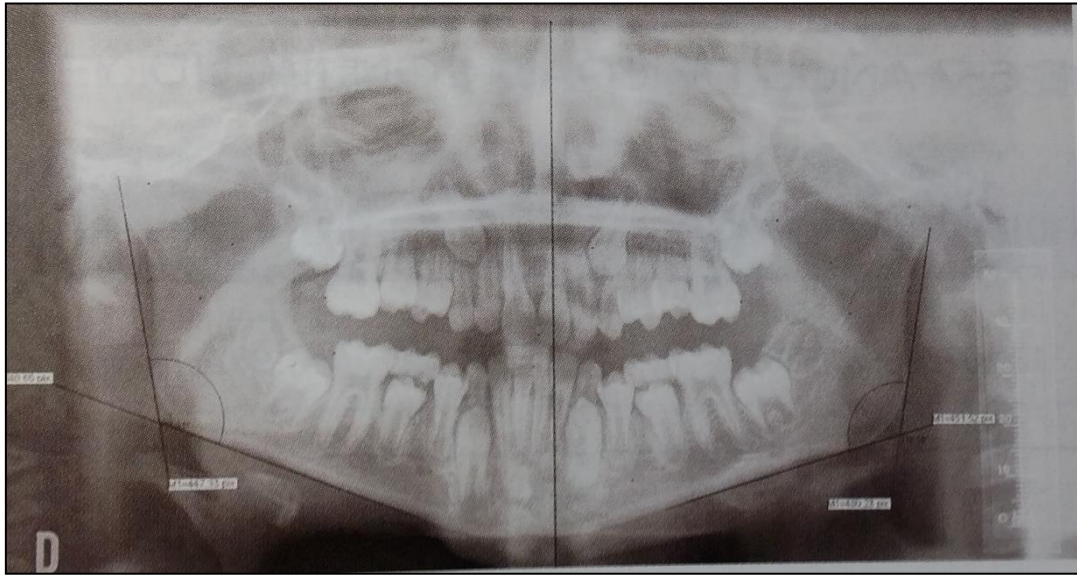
Trazado de ángulos mandibulares sobre la ortopantomografía (125)
